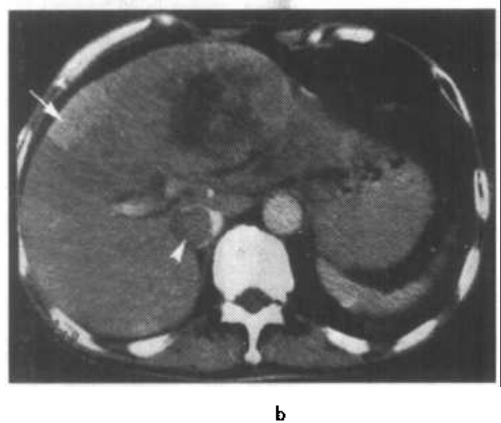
与图 10-2-4a 同一病例 CT 增强图像, 可见肿瘤有轻度不均匀增强, CT 值为 68Hu , 中心坏死区不增强。边缘可见纤细不完整环状低密度假被膜征象。另外在肿瘤外侧肝实质可见楔状高密度增强, 示动脉、门静脉短路征象 (↑)。下腔静脉内可见类圆形充盈缺损示瘤栓形成 (◇)
